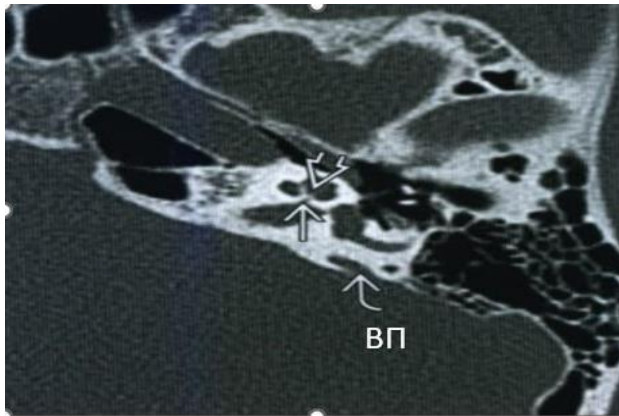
МСКТ височной кости и 3D моделирование внутреннего уха:
